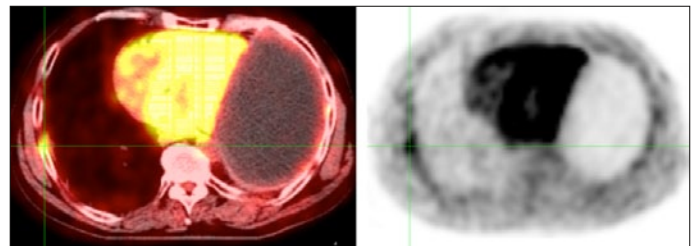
a,b: 08/16 gute Remission mit nur noch kleinem Mesotheliomrezidiv-Rest; links: im PET-CT, rechts: im PET
